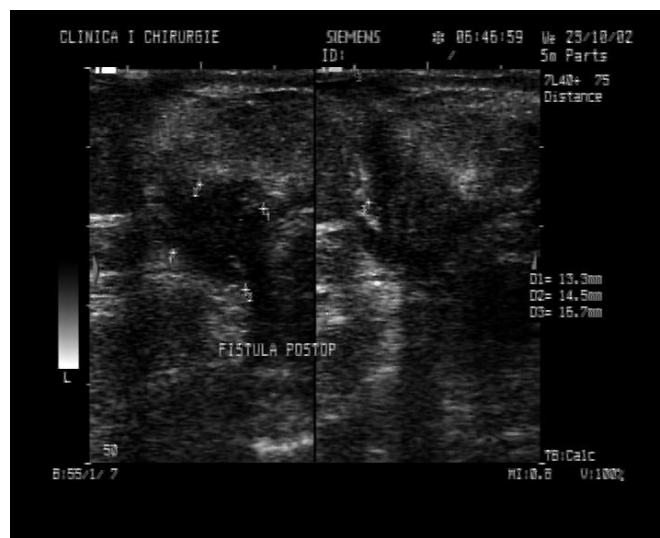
Ecografie abdominală (3 săptămâni după gastrectomie): prezența unei colecții lichidiene, neomogene, la nivelul inciziei chirurgicale, asociată cu o colecție peritoneală secundară unei fistule.
